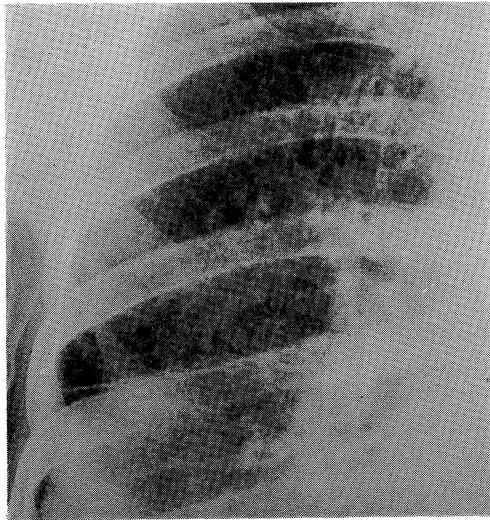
Chest radiograph of the right lung, showing multiple disseminated miliary nodules throughout the lungs.
